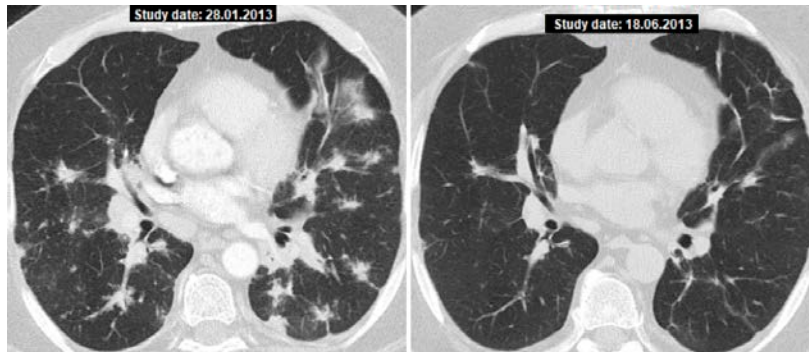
Саркоїдоз II стадії, КТ: двостороння прикоренева лімфаденопатія, множинні вузли в паренхімі (ліворуч – до лікування, праворуч – після 3-місячної терапії)
